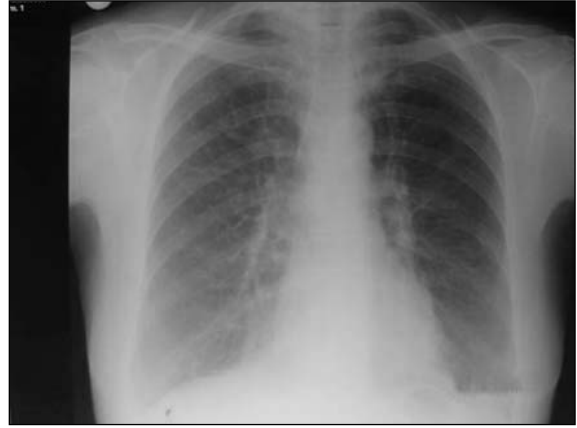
PA akciğer grafisinde bilateral yaygın retikülonodüler infiltrasyon.
